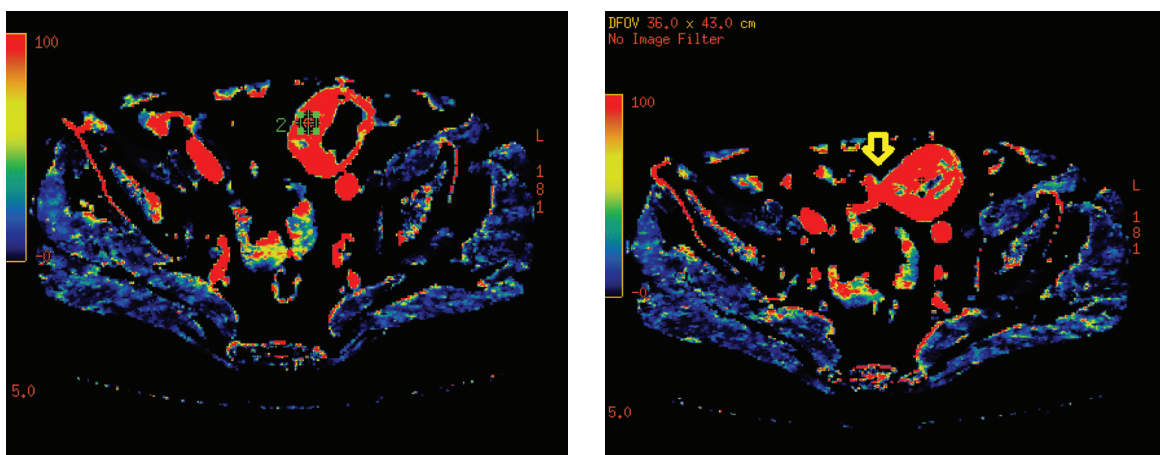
Перфузионная СКТ. Признаки инвазии опухоли сигмовидной кишки в петлю тонкой кишки, поражение регионарных лимфатических узлов
